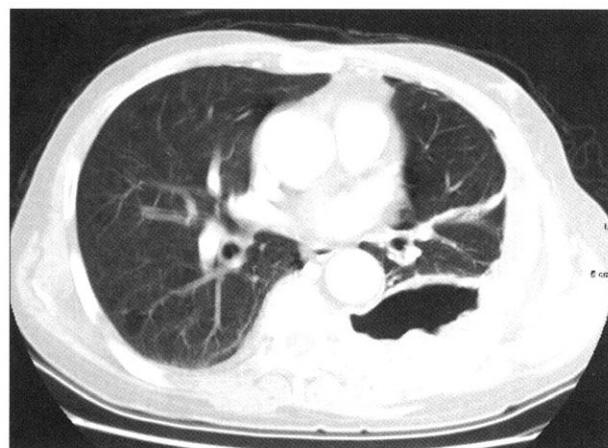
Chest CT show an infiltrative soft tissue mass and the destructions of adjacent ribs at posterior pleural space of the left hemithorax.
